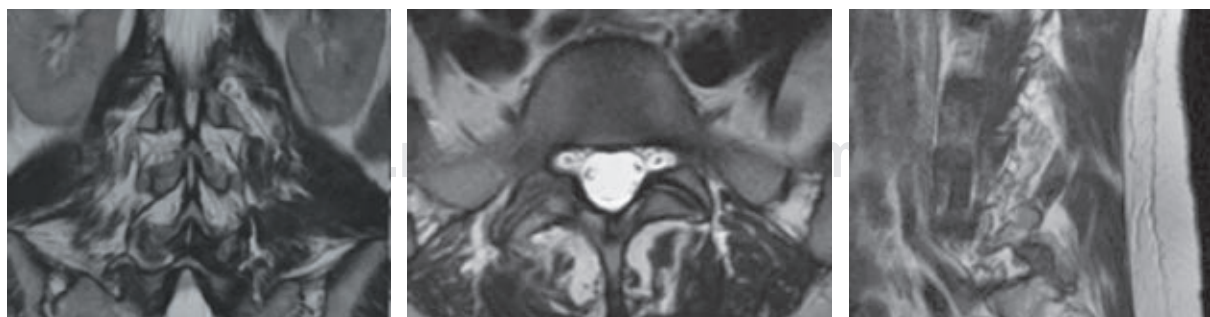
Se observa en los tres cortes de resonancia nuclear magnética T2 un sutil aumento de la intensidad de la faceta L5-S1 derecha, luego de la administración de contraste endovenoso.
